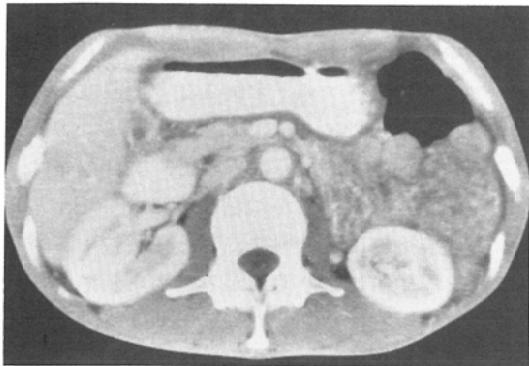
CT scan of the antral stomach with new barium
